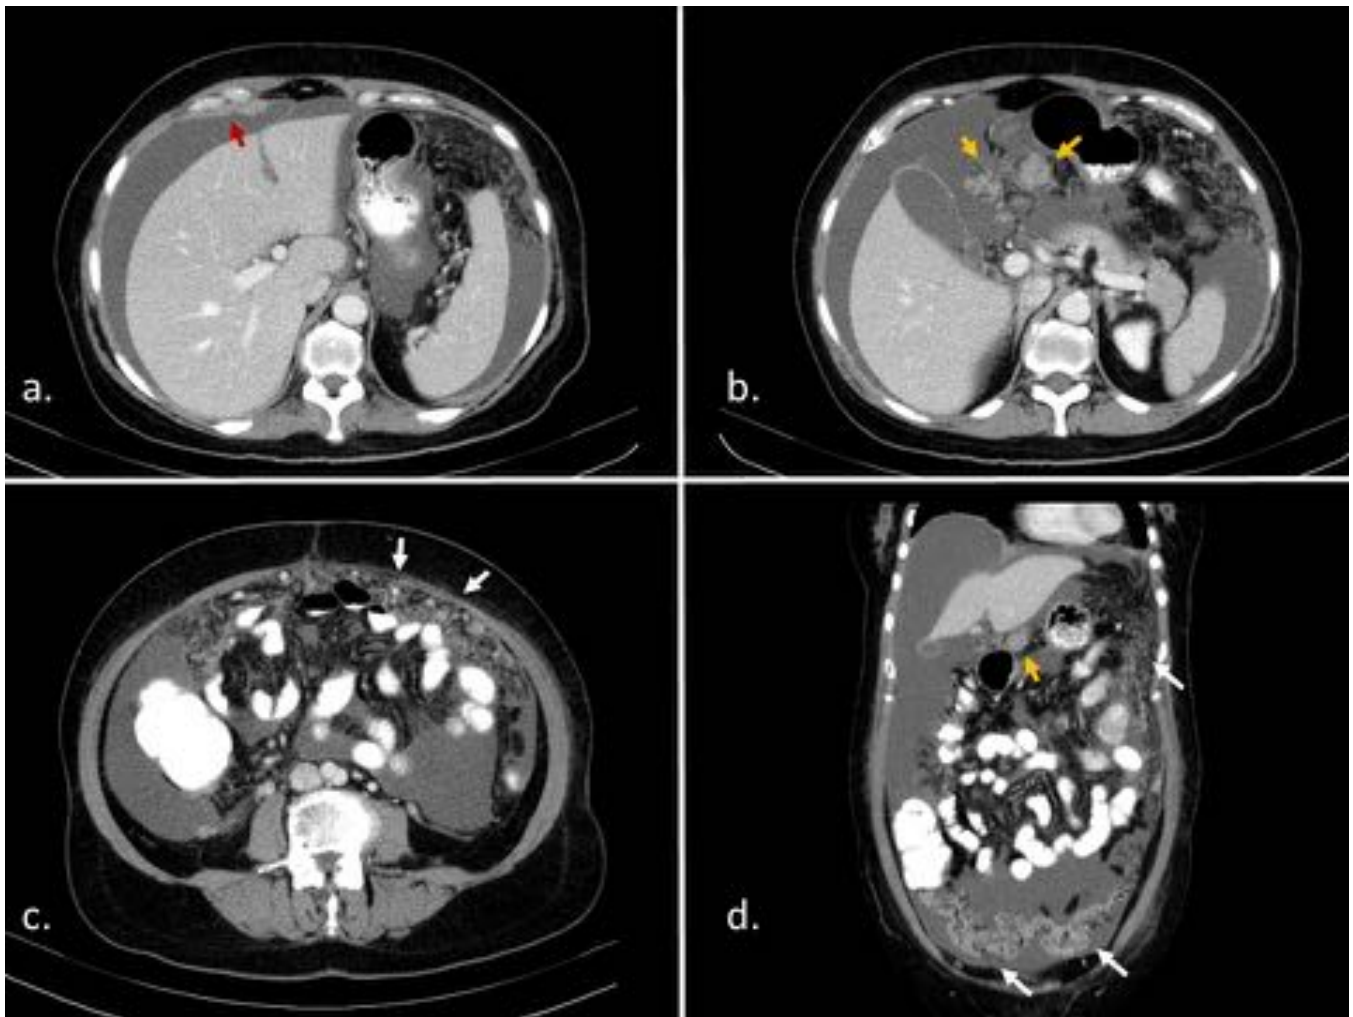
Mesotelioma peritoneal maligno en mujer de 62 años. Imágenes de TC con contraste oral e iv axiales (a, b y c) y coronal (d) donde se muestra una moderada ascitis en todos los recesos, marcado engrosamiento e infiltración del epiplón mayor (flechas blancas en c y d), nódulos de densidad partes blandas en epiplón menor (flechas amarillas en b y d) y engrosamiento peritoneal focal en pared abdominal anterior (flecha roja en a).
